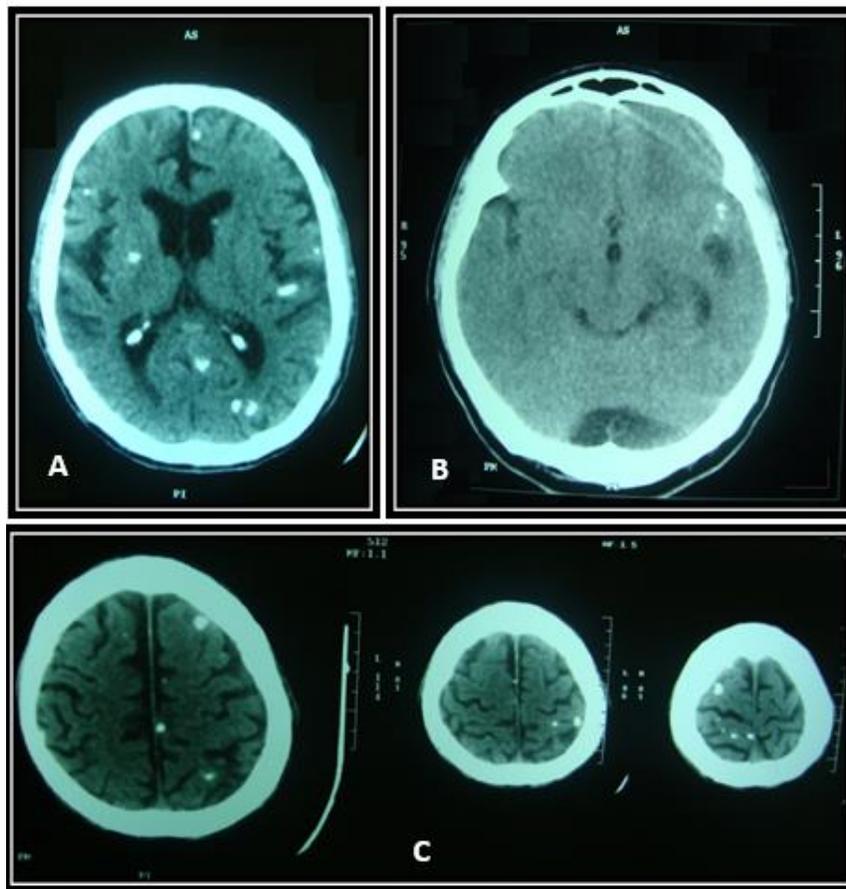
TAC cerebral: A. Obsérvese la disposición intraventricular y parenquimatosa de los nódulos calcificados. B. NCC parenquimatosa. Quiste localizado entre lóbulos occipitales. C. Obsérvese nódulos calcificados en el parénquima cerebral. Fuente: TAC aportada a los autores del presente artículo por un paciente quien declaró no tener conflicto de intereses.
